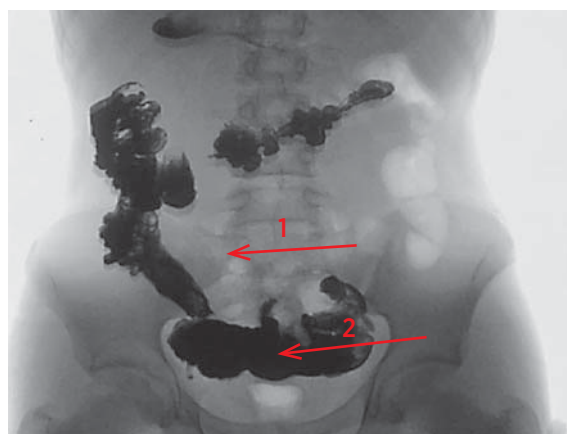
Рентгеноконтрастное исследование ЖКТ. 1 — участок стеноза подвздошной кишки. 2 — конгломерат петель тонкой кишки с престенотическим расширением
